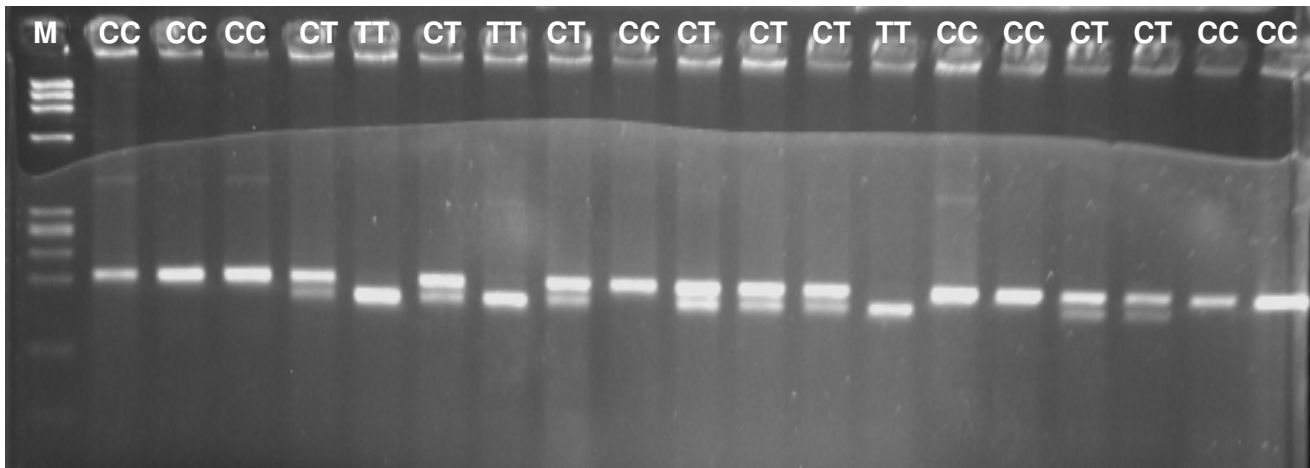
Visualização da digestão dos produtos da PCR pela enzima *HinfI* em gel de agarose para o polimorfismo C677T no gene MTHFR. M – Marcador molecular, CC – Homozigoto normal, CT – Heterozigoto, TT – Homozigoto mutante.
